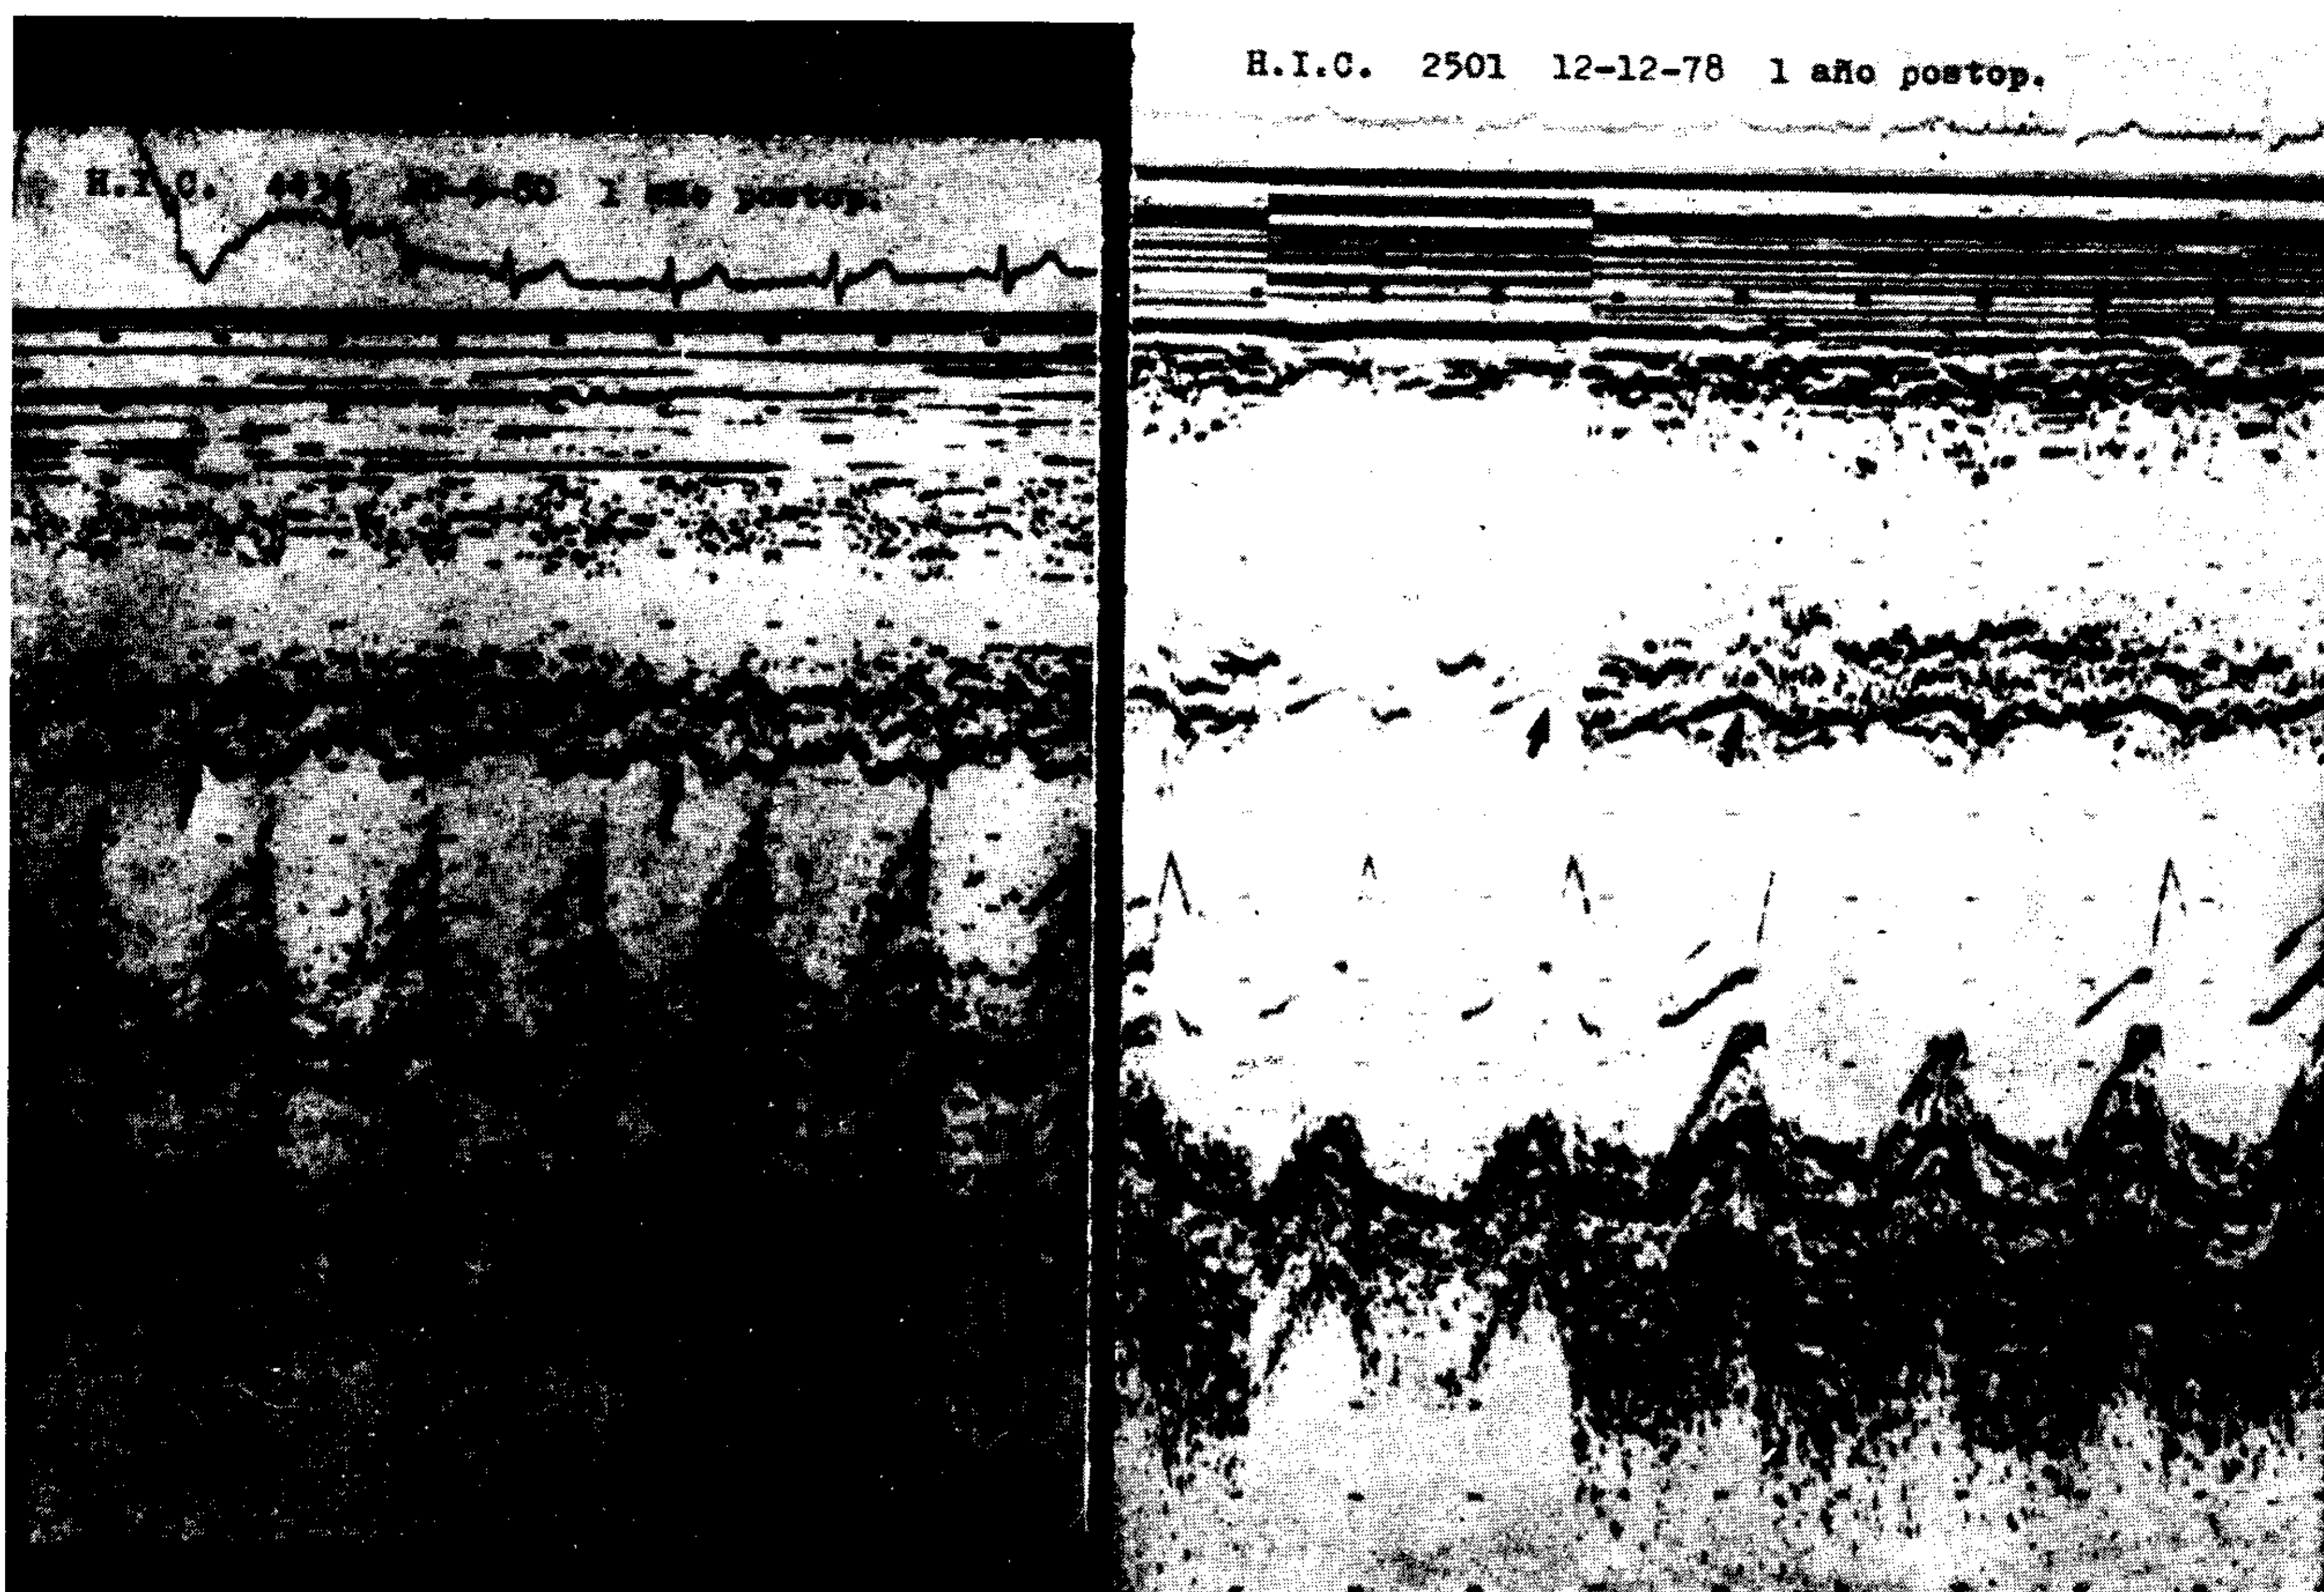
Ecocardiogramas de dos de los pacientes efectuados un año después de la operación. Las flechas indican el movimiento anterior presistólico del SIV.
